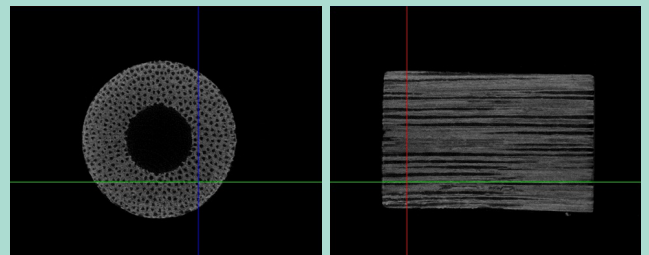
Mikro-CT-Aufnahme eines b.Bone Hohlzylinders und eines b.Bone Blocks.
